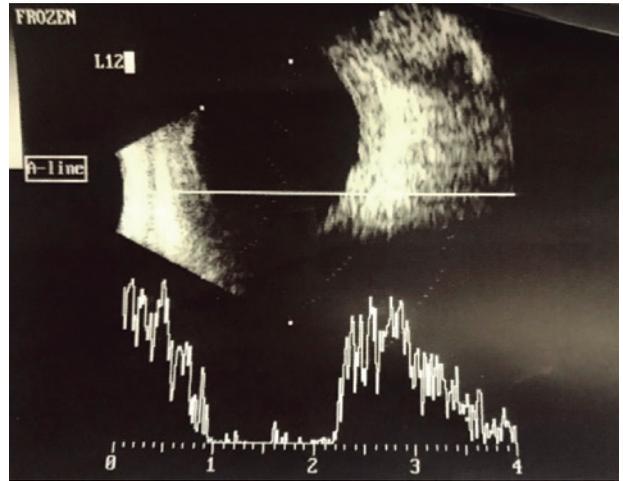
Ecografia de olho direito demonstrando espessamento difuso de parede.
